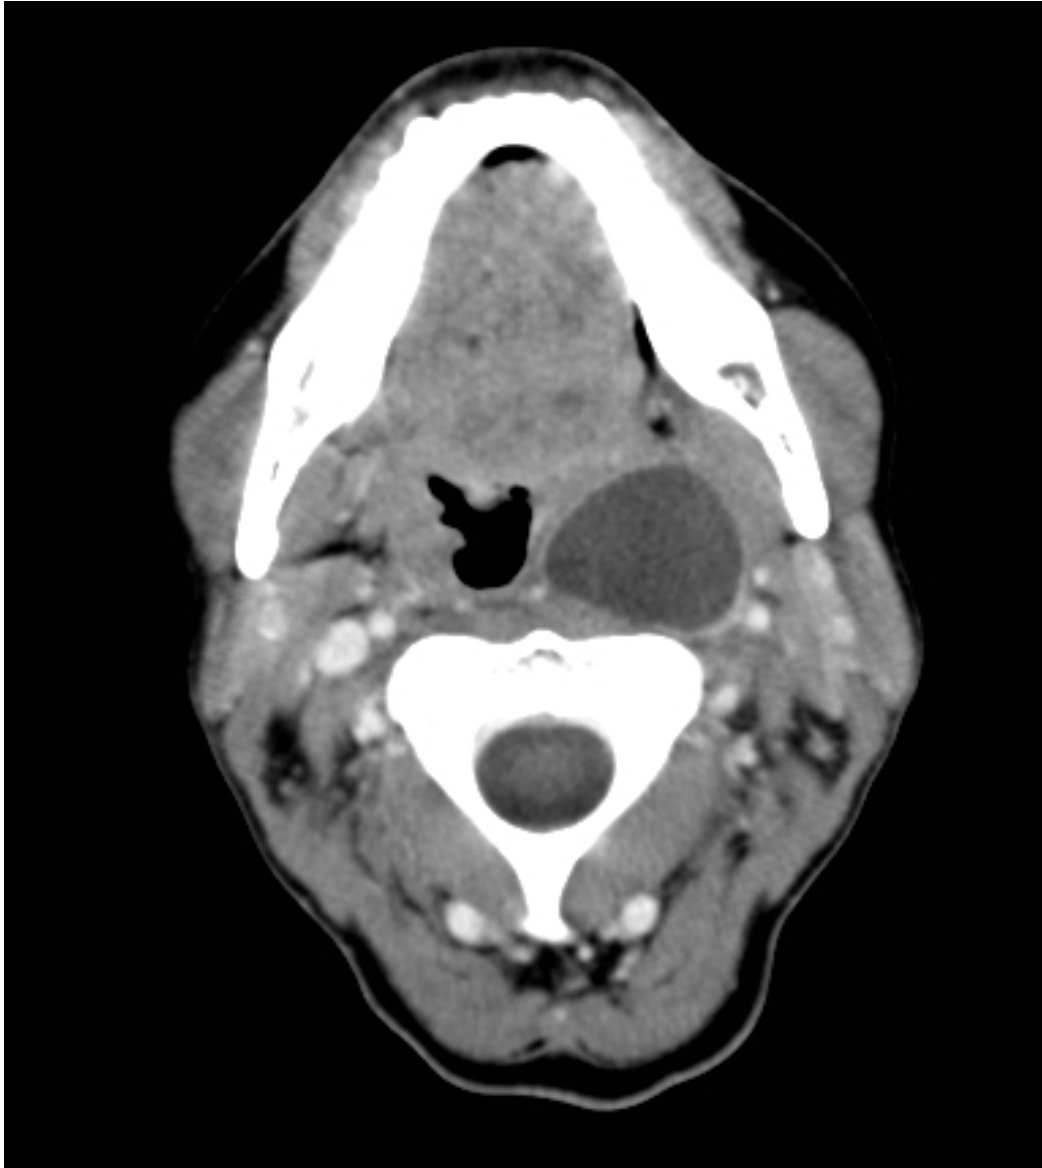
Quiste parafaríngeo izquierdo. TC con contraste. Es notable el contenido hipodenso de la cavidad y el realce de su cápsula.
